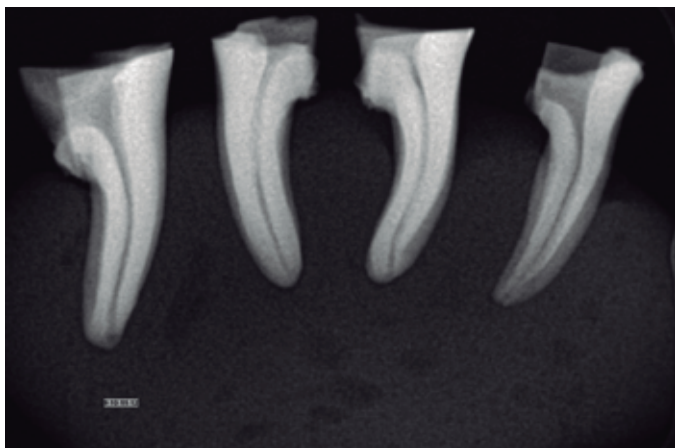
Radiografia inicial realizada no sentido vestibulo-lingual.
